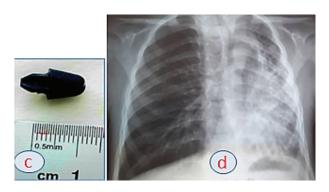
c) инородное тело (часть игрушки); d) рентген после бронхоскопии перед выпиской
